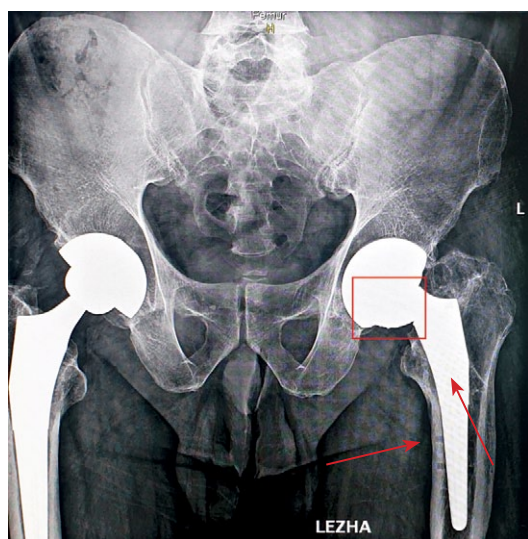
Обзорная рентгенограмма таза в переднезадней проекции: справа — тазобедренный сустав, тотально замещенный бесцементным эндопротезом проксимальной фиксации (2019); слева — тазобедренный сустав, тотально замещенный бесцементным эндопротезом проксимальной фиксации; дислокация элементов пары трения (выделена красным квадратом). Стрелками указаны каналы после удаления винтов
